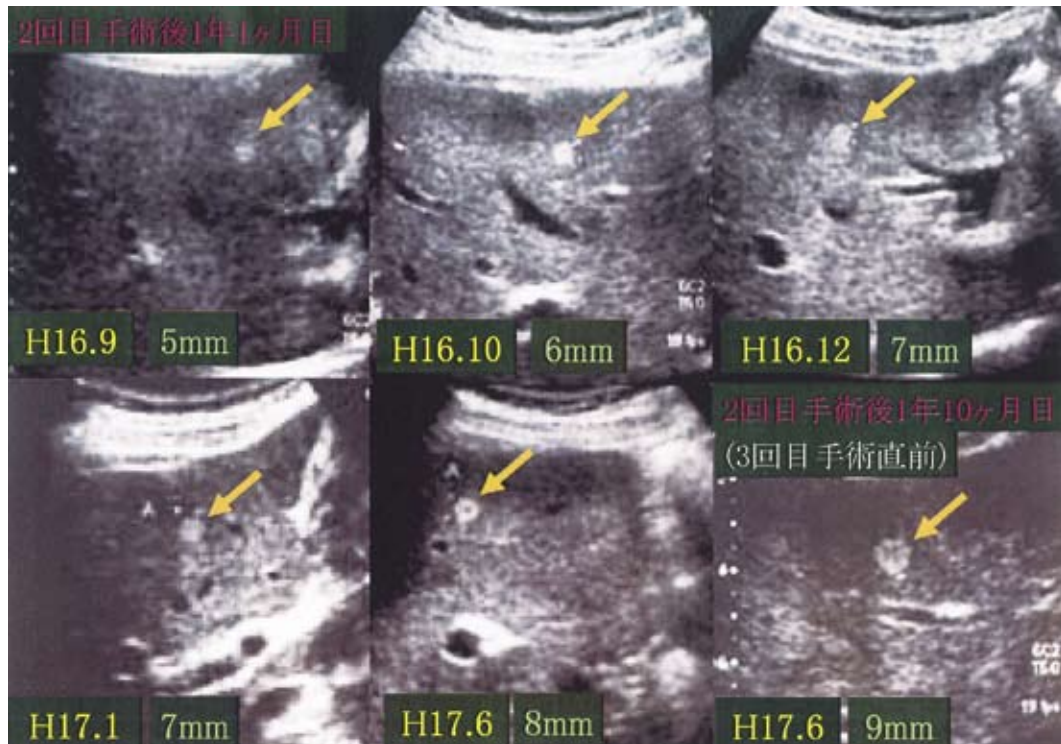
US像 肝S4の高エコー斑。2回目手術後、1年1ヶ月～1年10ヶ月までの経時的変化。
